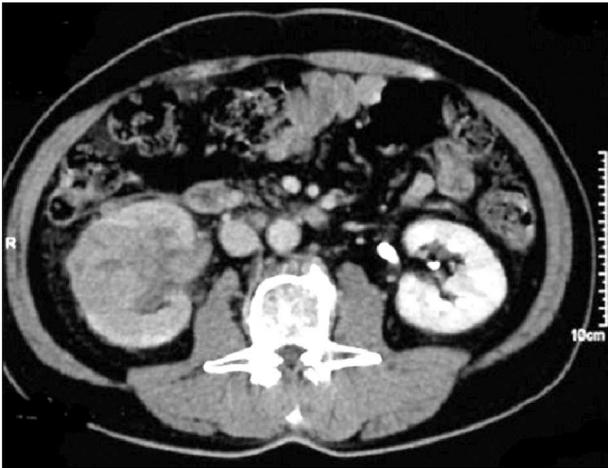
Contrast-enhanced CT scan demonstrates a poorly enhanced inhomogeneous mass in the right kidney.
